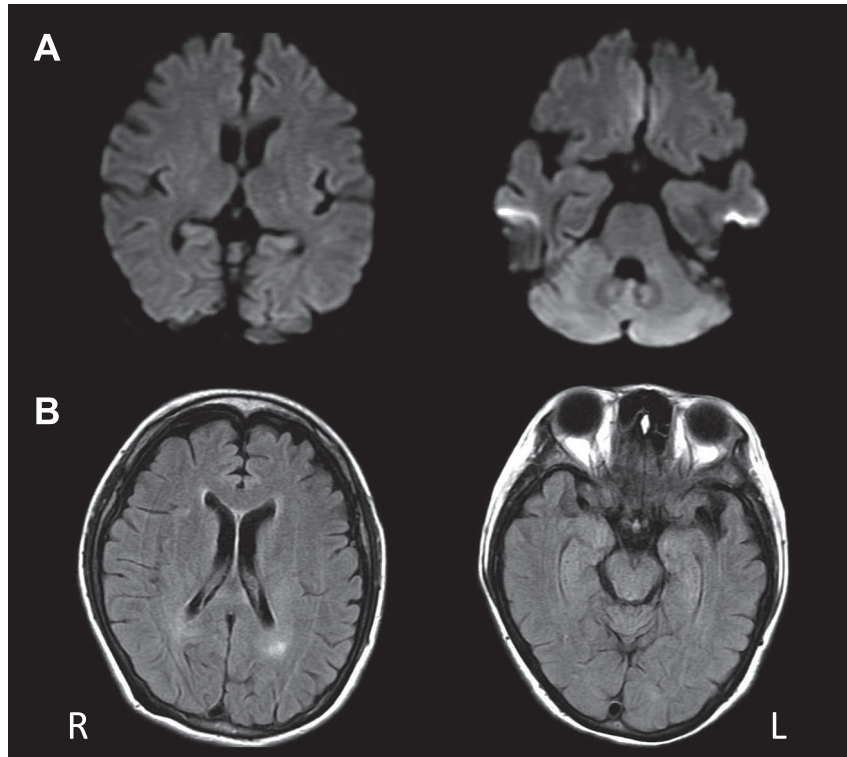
Brain MRI imaging findings on admission (A, B: 1.5 T).
